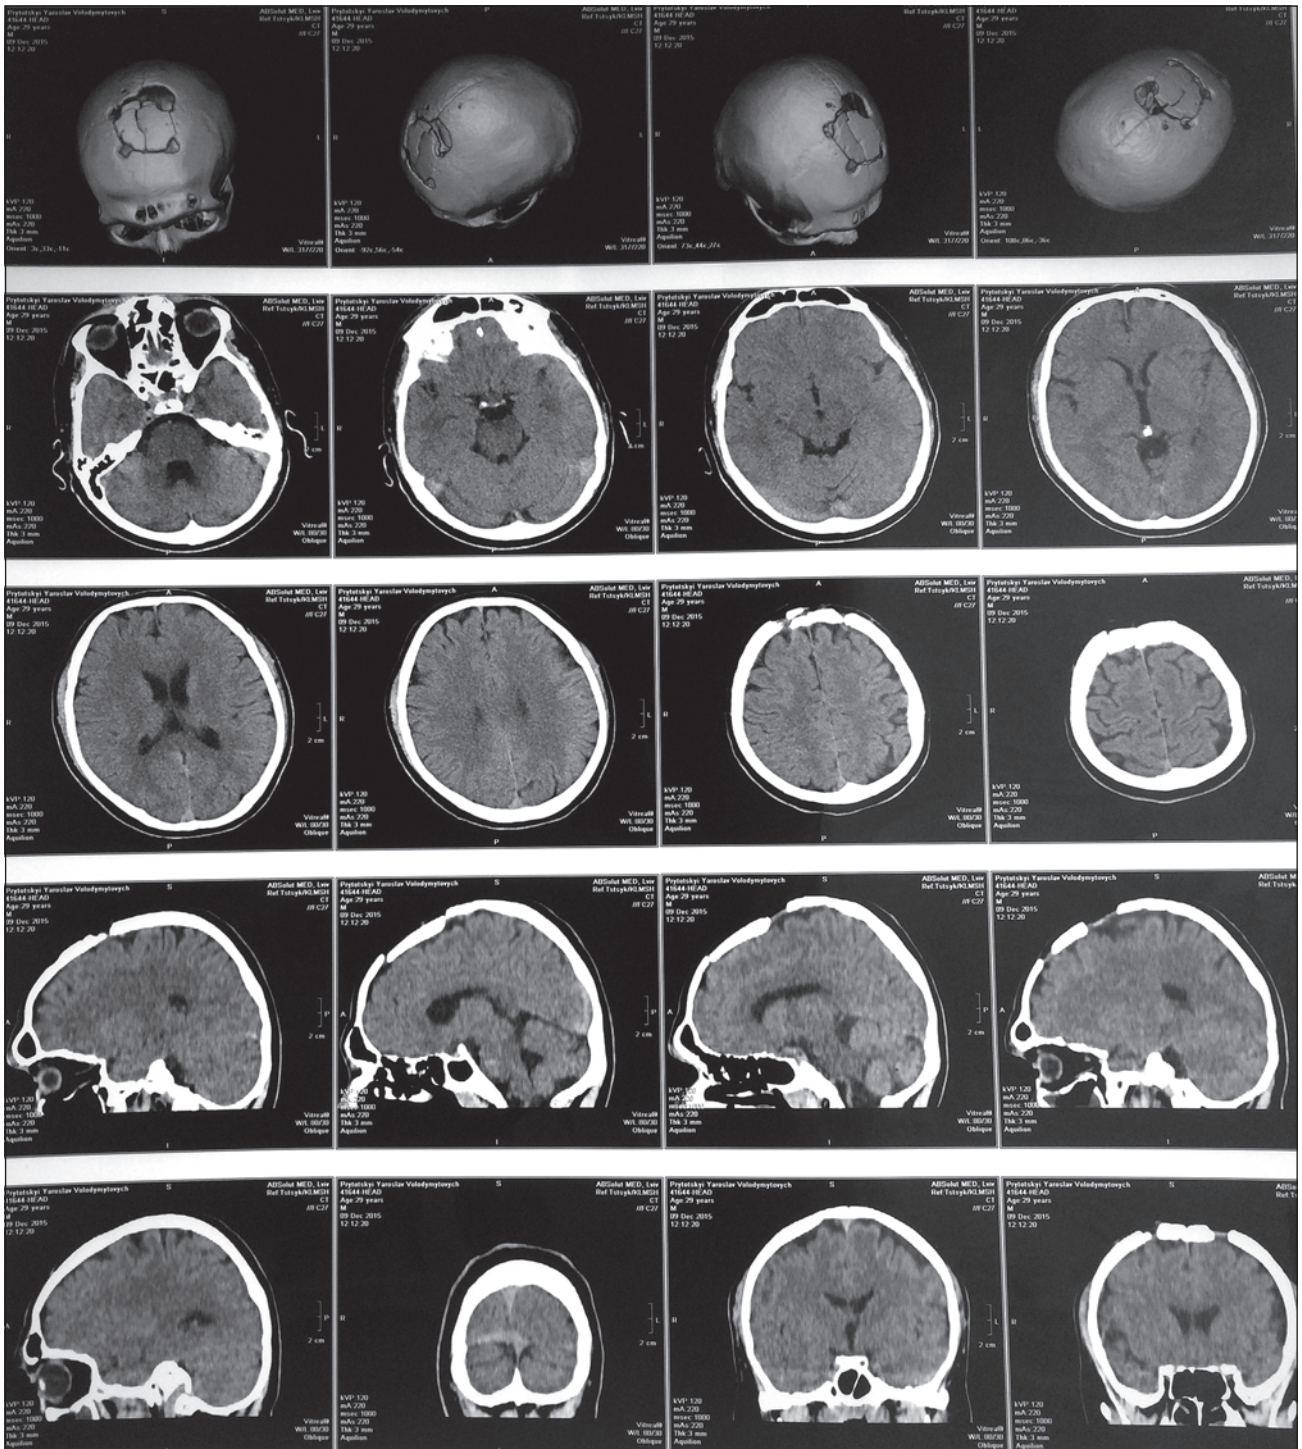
КТ головного мозку пацієнта Н. від 09.12.2015 р.
